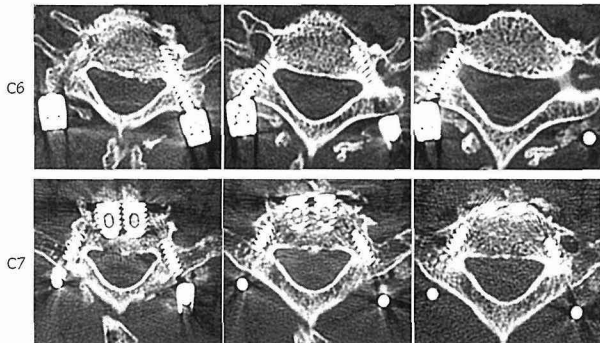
Post-operative CT demonstrated adequate insertion of pedicle screws.
